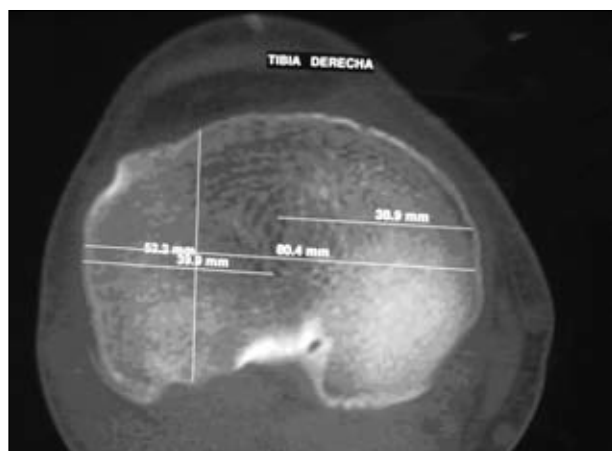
Mediciones de la epífisis tibial con tomografía computarizada.
